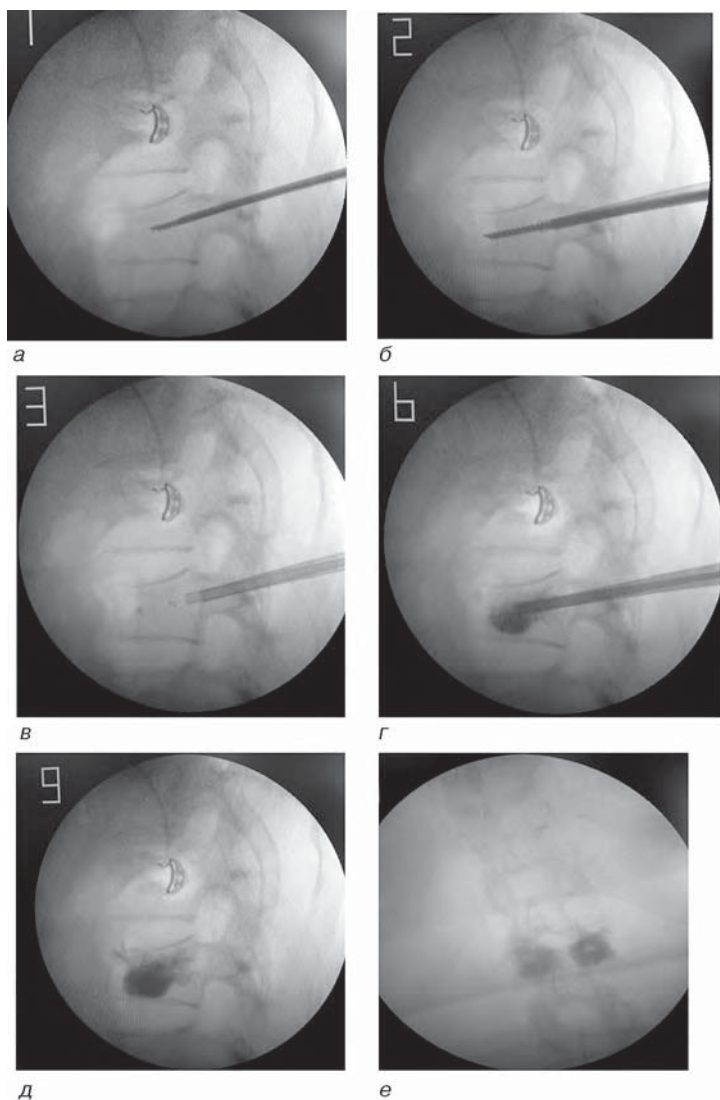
Интраоперационные рентгенограммы — этапы кифовертебропластики: а — проведение троакаров; б — формирование полости для баллонов; в — установка баллонов; г — введение цемента; д — снимок после заполнения цементом; е — прямая проекция после операции
